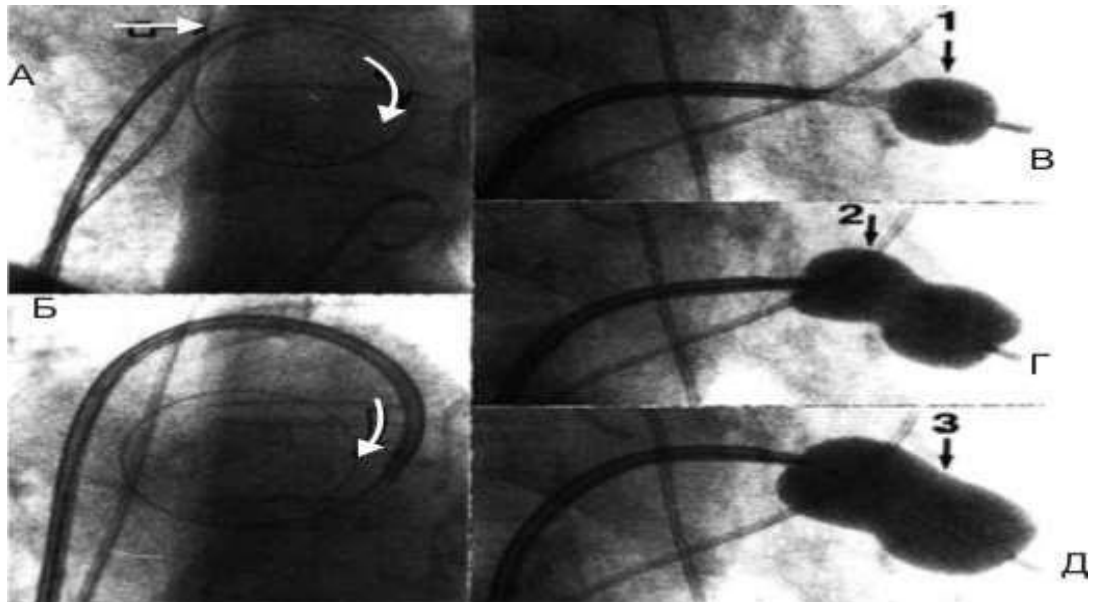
Рентгеноваскулярне стентування.
